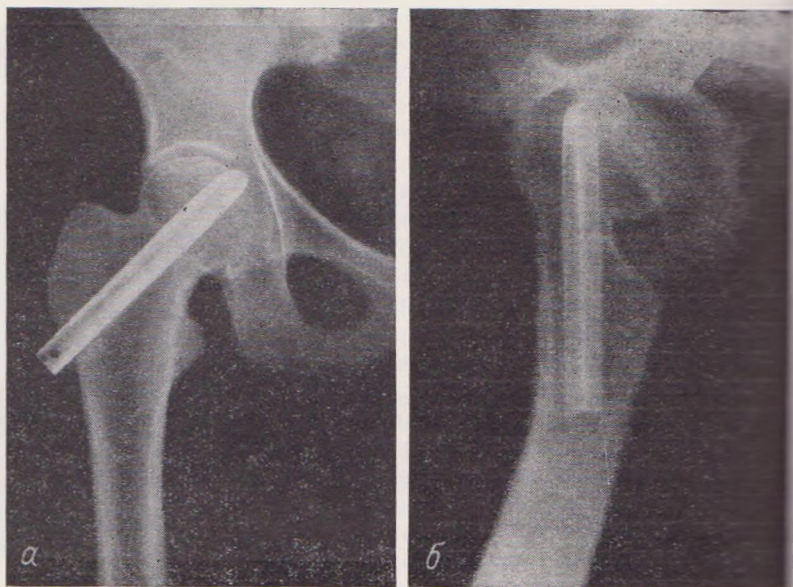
Рентгенограммы той же больной через четыре года после остеосинтеза трехлопастным гвоздем.
